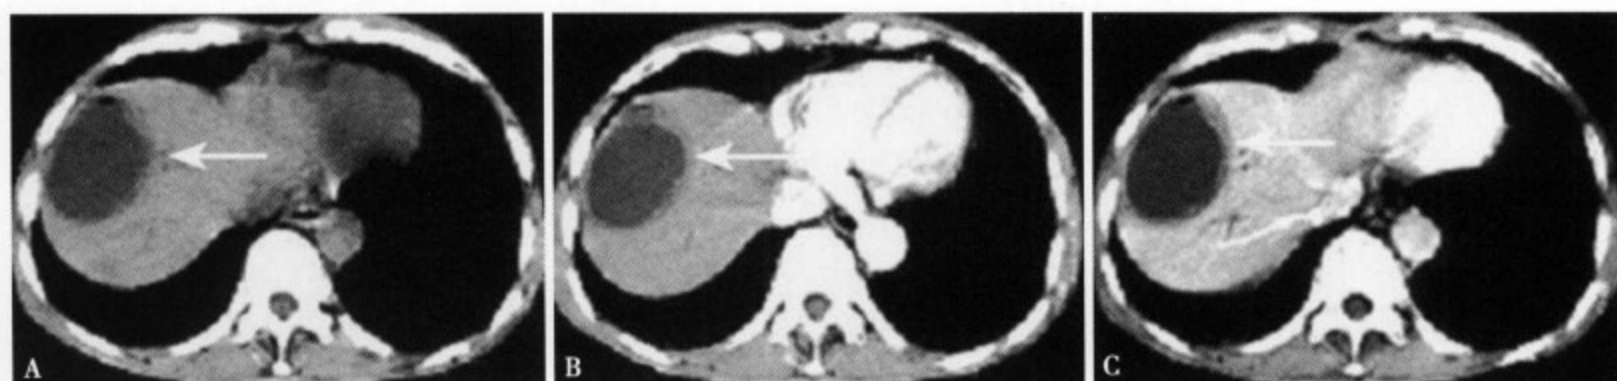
CT 平扫 (A) 肝右叶后段显示一直径约 3cm 的圆形均匀低密度灶, 边缘比较光整、清楚, 并可见积光; 增强 CT 动脉期 (B) 可见病灶上方的肝实质呈一过性楔形分布的区域性强化; 静脉期 (C) 病灶周边呈楔形区域性强化, 病灶边缘光整、清楚, 内未见房隔, 可见典型的双环征
